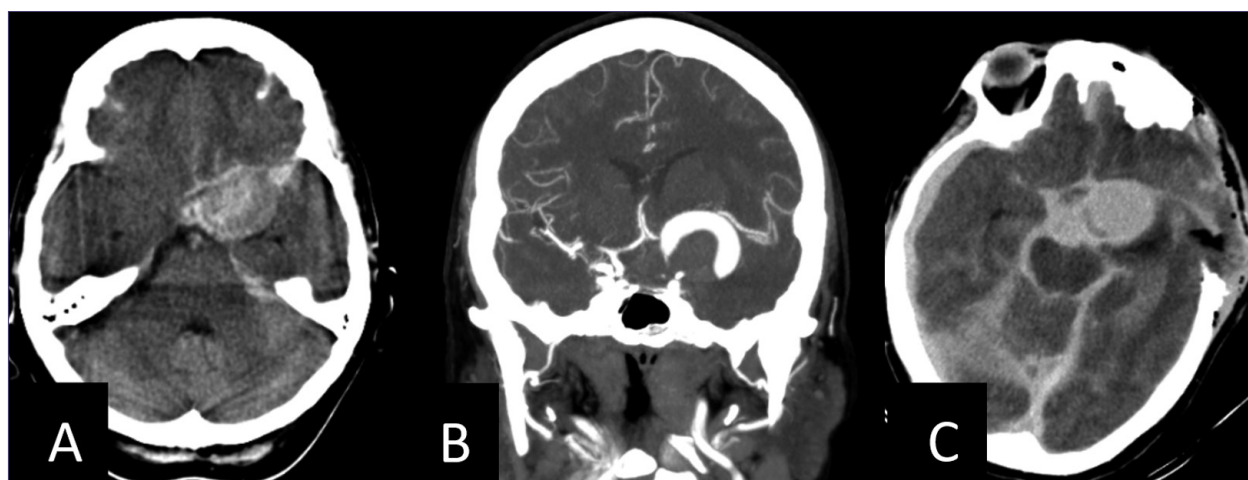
Paciente 4. A) TC basal axial y B) angioTC con reconstrucción coronal en la que se aprecia HSA secundaria aneurisma gigante de ACI izquierda; C) TC basal tras suspenderse la intervención tras la craneotomía por empeoramiento hemodinámico en la que se aprecia importante resangrado.
